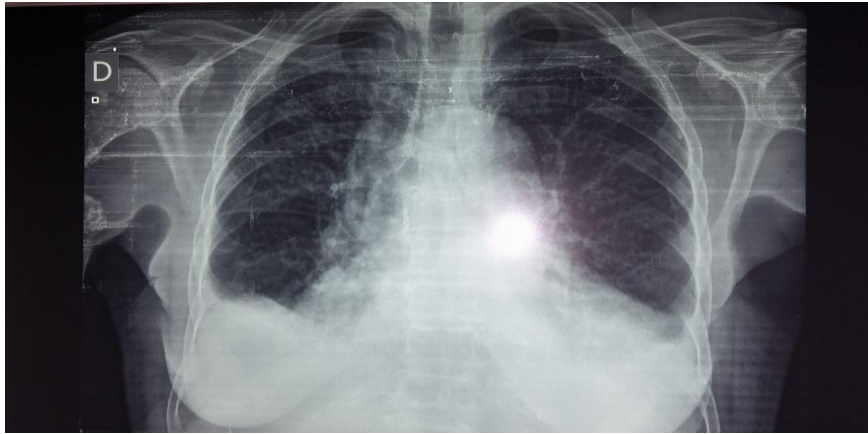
Radiografía de tórax. Presencia de derrame pleural derecho
